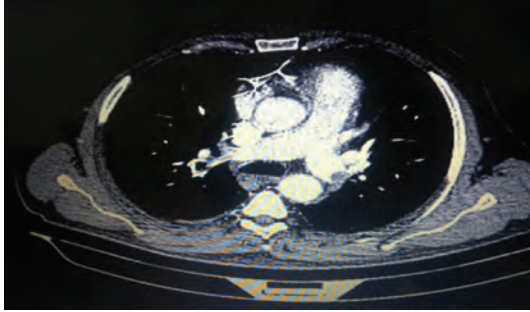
CT scan showing the presence of thrombus in the right pulmonary branches and left main pulmonary artery.
